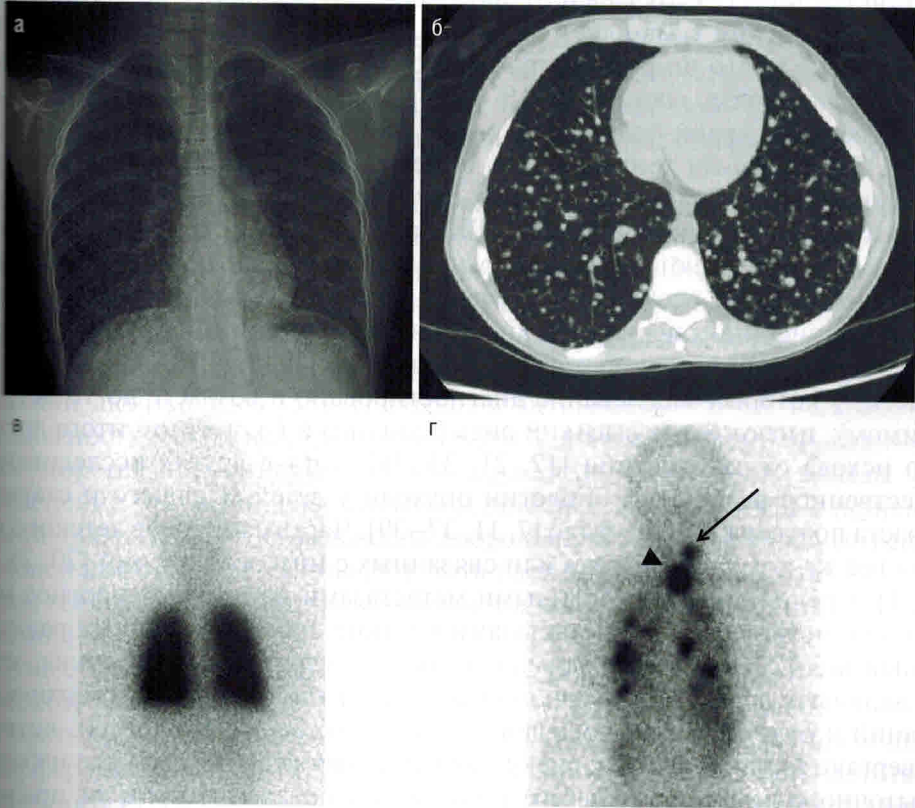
Метастазы в легкие папиллярной карциномы щитовидной железы у детей: а — рентгенография грудной клетки, выявившая диффузно-милиарные метастазы в легких у ребенка; изначально такая картина может быть ошибочно принята за состояние воспалительной этиологии; б — изображение аксиальной компьютерной томографии после введения контрастного вещества, показывающее микроузловые метастазы, типичные у детей; в — сканирование щитовидной железы после лечения легочных метастазов с диффузным и интенсивным накоплением ^{131}I . Такая картина связана с высоким риском развития впоследствии легочного фиброза; г — сканирование щитовидной железы после лечения другого пациента, показывающее множественное узловое накопление в легких, поглощение щитовидной железой (кончик стрелки) и метастатический шейный лимфатический узел (стрелка)
